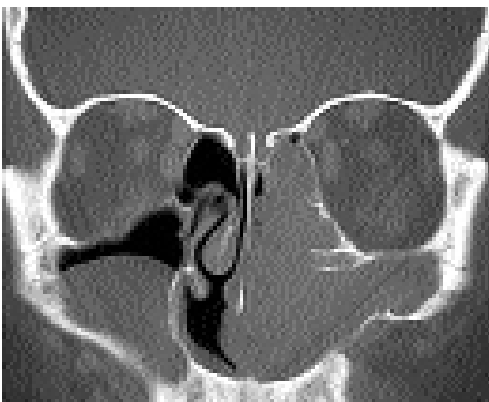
Immagine TC in proiezione coronale che evidenzia la presenza di una neoformazione mucosa occupante la fossa nasale, l'etmoide ed il seno mascellare di sinistra. La neoformazione potrebbe corrispondere a un P.I. tipo 3 secondo Krouse. Apparentemente potrebbe corrispondere ad uno stadio 3 secondo Krouse. A destra presenza di neoformazione mucosa a convessità superiore occupante il seno mascellare.
